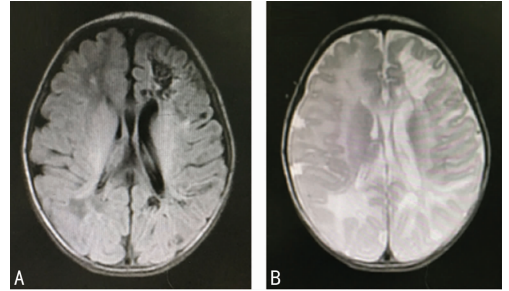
患儿脑 MRI 的 T₁WI (A)及 T₂WI(B)轴面
